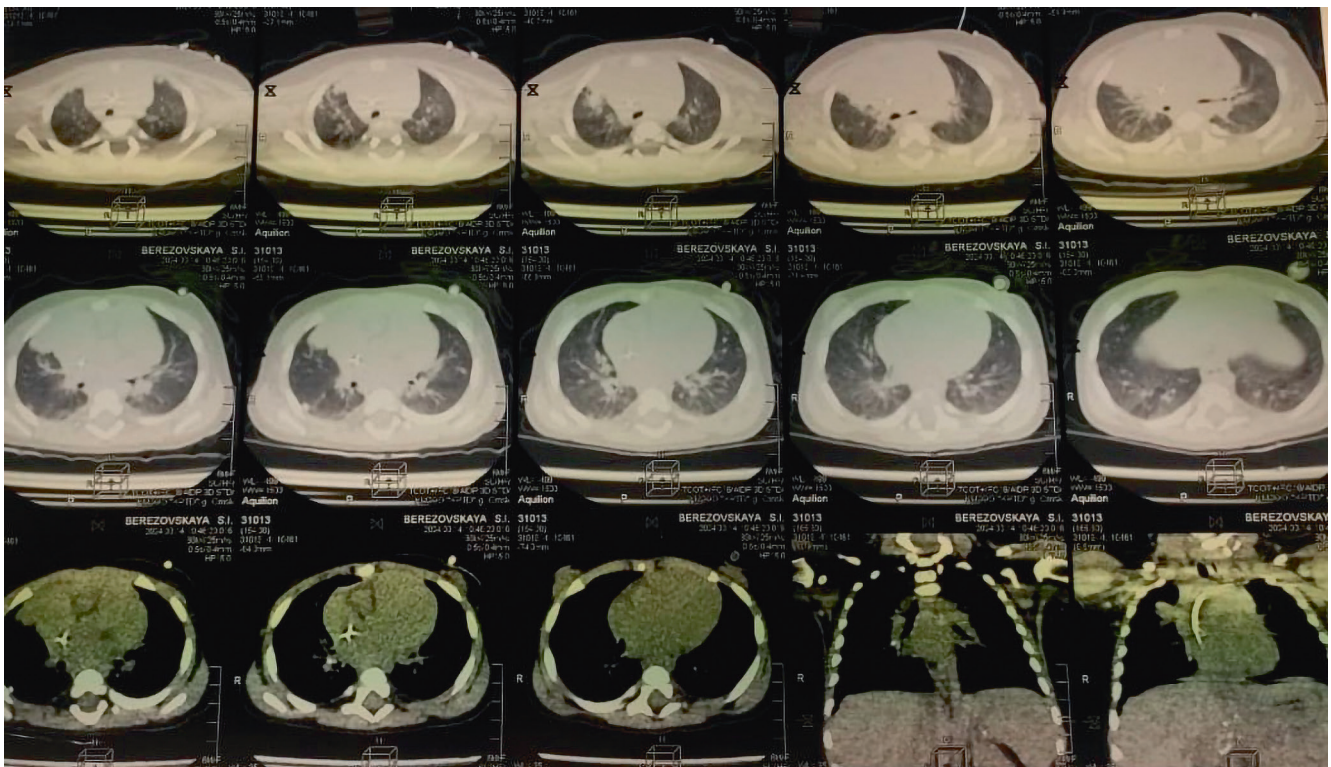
МСКТ органов грудной клетки ребенка Б.
